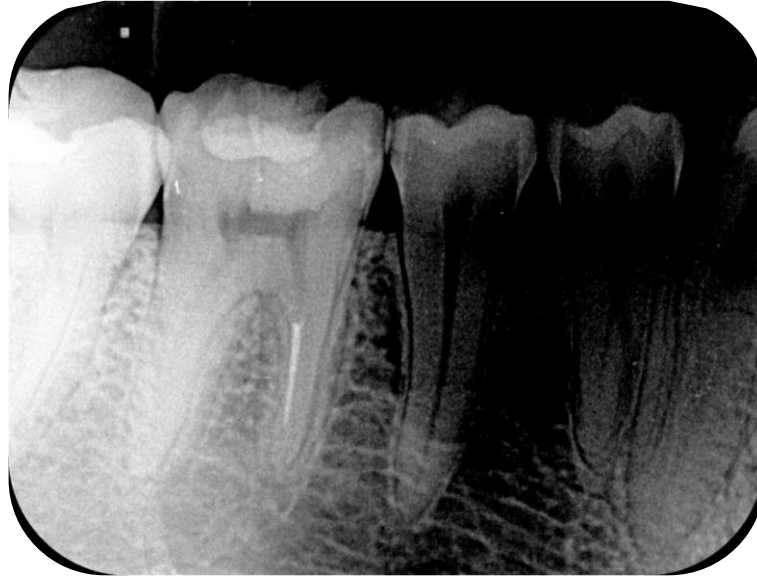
Radiografia periapical inicial. Nota-se a presença de lima fraturada em raiz mesial do elemento 46. (Fonte: próprio autor).
